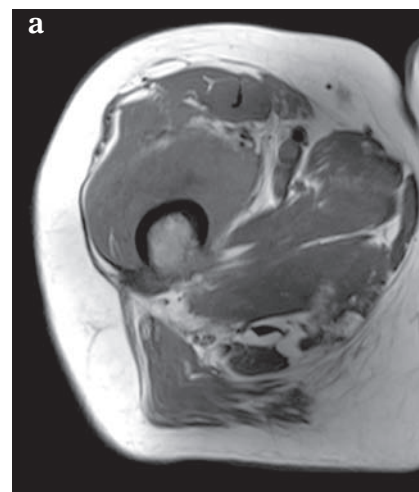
Coupes en IRM pondérées T1, sans (a) et avec (b) contraste chez le même patient que les figures précédentes : visualisation d'une zone en hyposignal, sans rehaussement sous contraste et qui apparaît en signal intense en pondération T2 (c) sous les muscles de la paroi thoracique (flèches). Ce territoire correspond à une collection liquidienne profonde. Noter une infiltration de type liquidien également dans la couche graisseuse hypodermique (têtes de flèche), de type œdémateux simple (pas de rehaussement de signal sous contraste).
